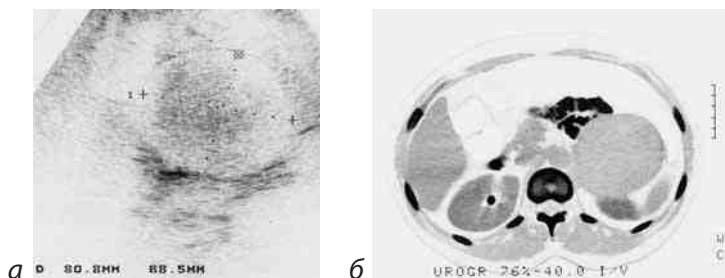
Ультразвук (а) и рентгенограмма КТ (б) феохромоцитомы левого надпочечника (больная Н-ва, 44 года)
